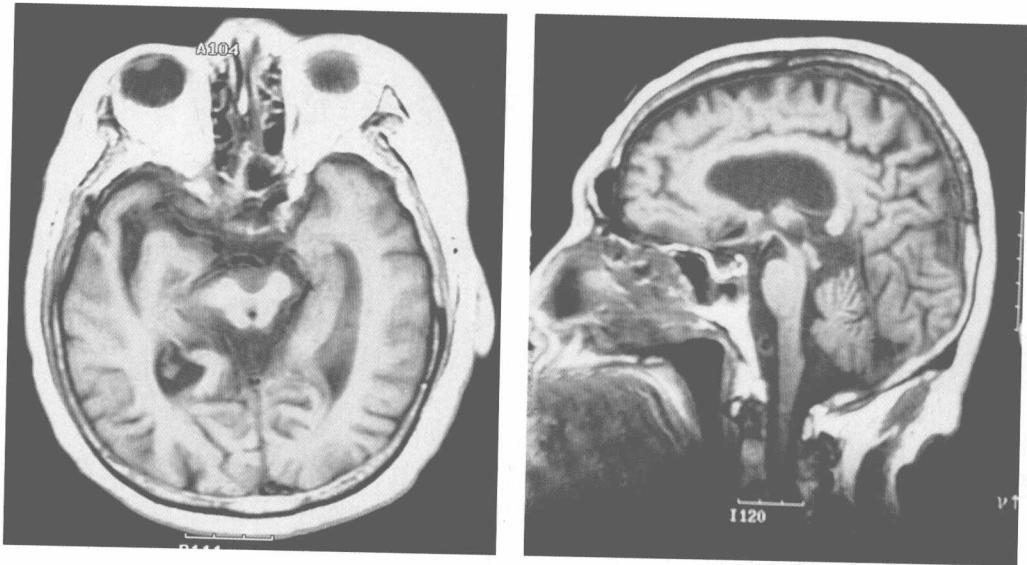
2002 年 3 月 MRI T1 加权像显示中脑明显萎缩，导水管扩张
